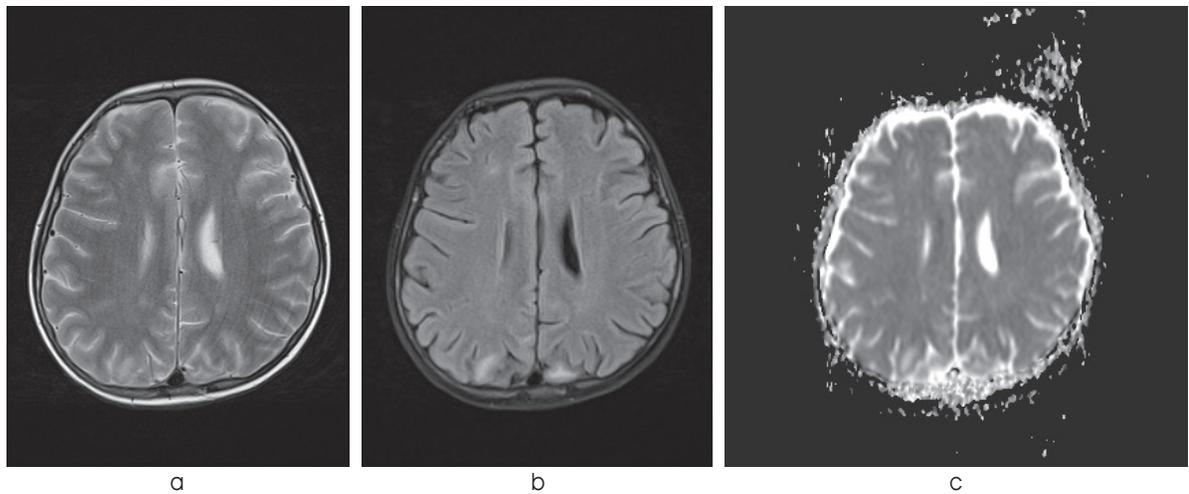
► L'IRM cérébrale de la patiente en mode T2 (a), FLAIR (b) met en évidence l'œdème occipital bilatéral (signal hyperintense) avec un ADC légèrement augmenté (c).
